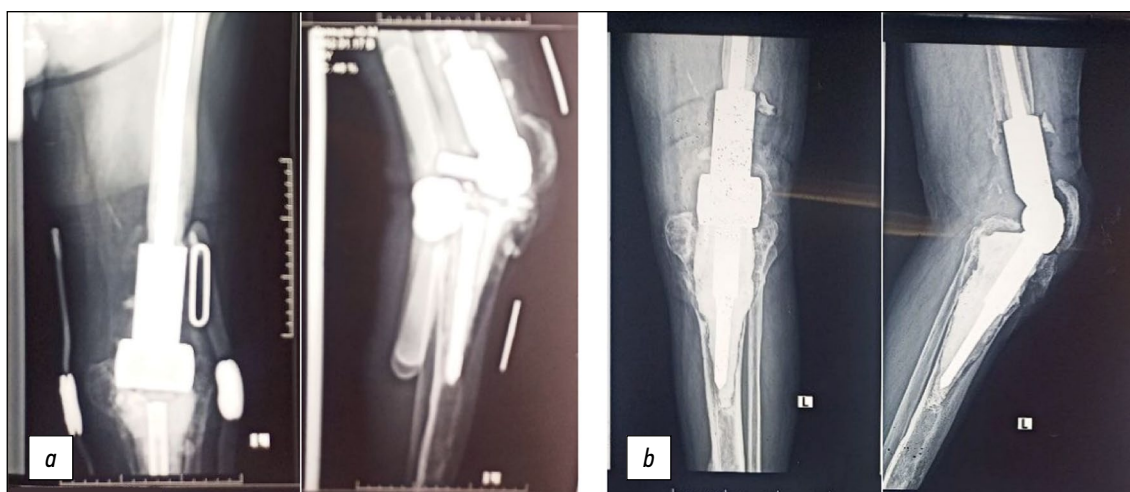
Рентгенограммы: *a* — до, *b* — после замены большеберцового компонента эндопротеза коленного сустава Сиваша.
